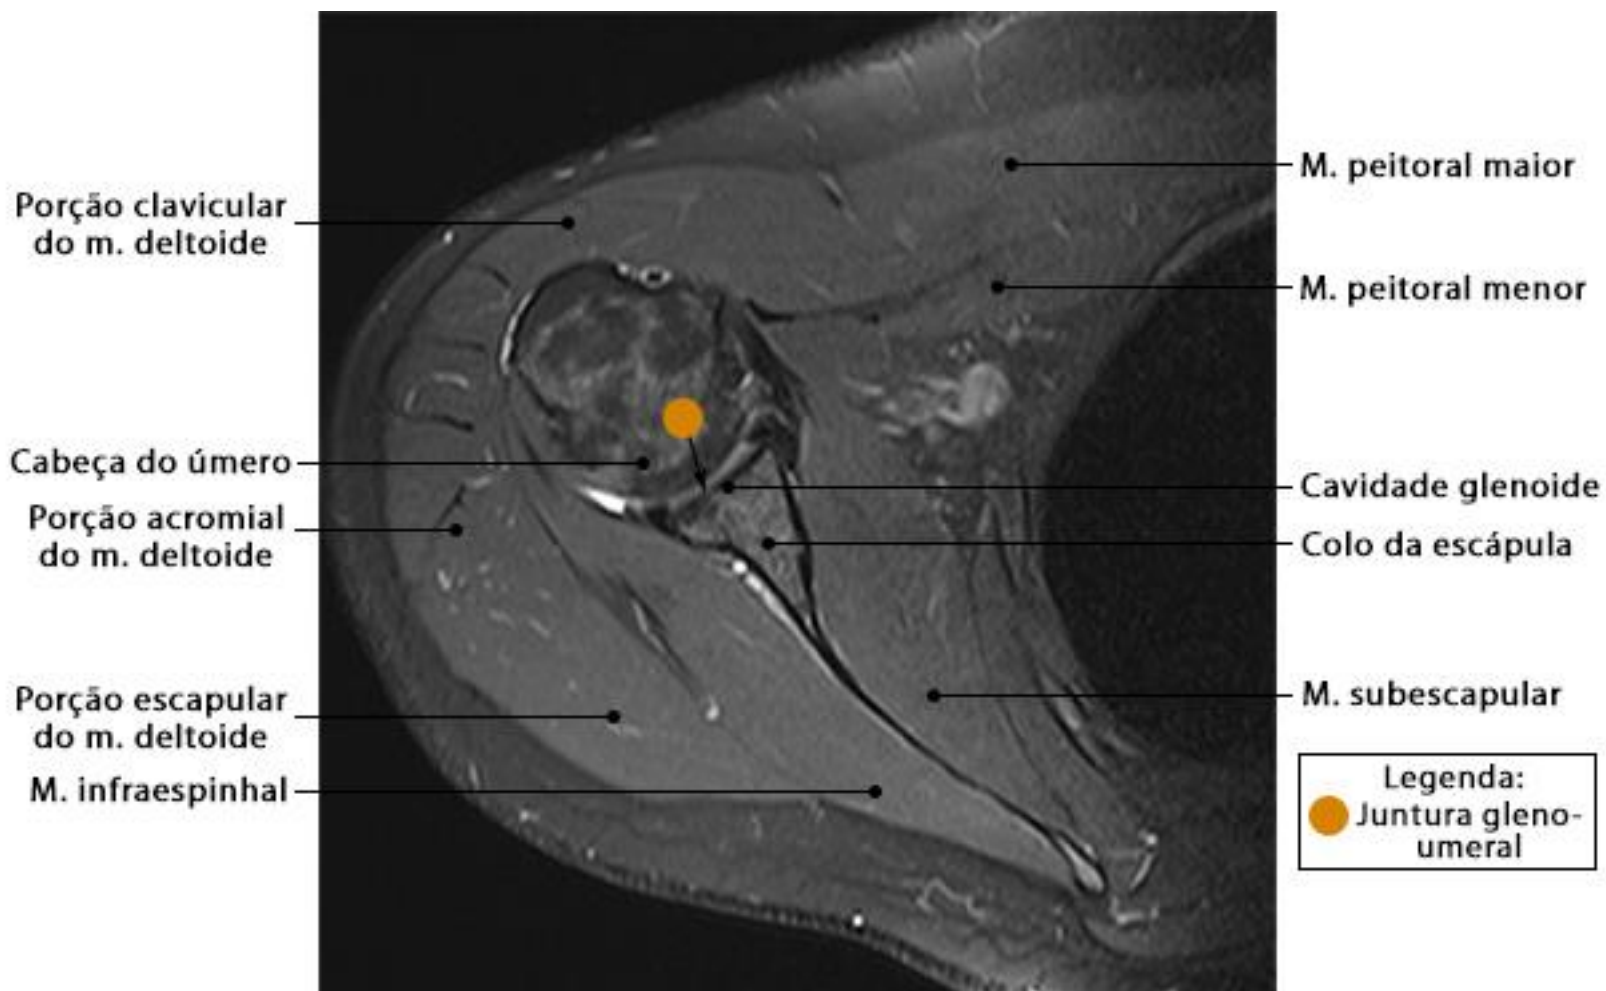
RM do ombro em corte axial com ponderação DP SPAIR
